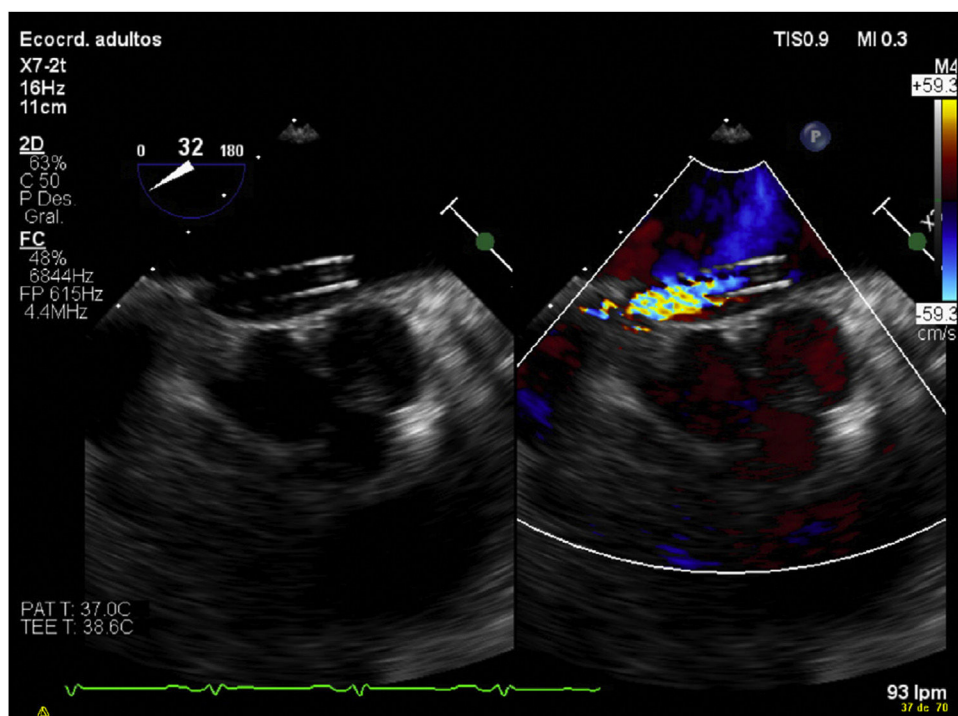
Ecocardiografía transesofágica donde se observa la cánula de infusión transeptal.
